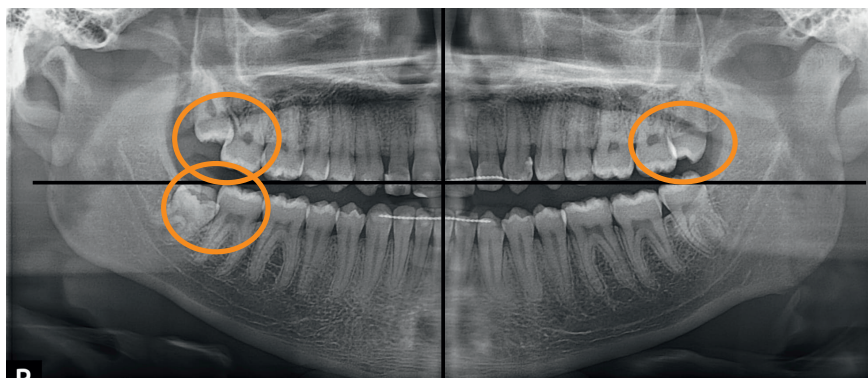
Orthopantomogramm mit impaktierten Weisheitszähnen
